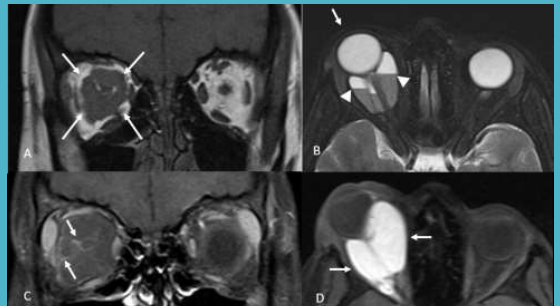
Ressonância magnética das órbitas nas ponderações em T1 coronal (A), T2 axial (B) e T1 coronal com saturação de gordura pós-contraste (C), evidenciando proptose (seta em B) por lesão intracanal multiseptada, envolvendo o nervo óptico, bem delimitada em relação à musculatura extraocular (setas em A), com níveis líquido-líquido (cabeças de seta em B) e leve realce de septos (setas em C). Ponderação em T1 no plano axial com saturação de gordura realizada posteriormente, após secionamento da proptose, evidenciando aumento volumétrico da lesão, com conteúdo homogêneo hiperintenso em T1, compatível com a presença de hemorragia intracanal recente (setas em D).
